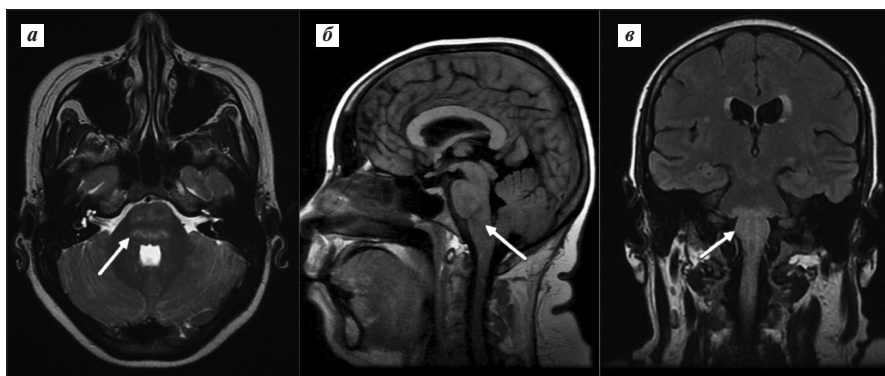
Результат МРТ-исследования головного мозга пациентки О. в аксиальной проекции в режиме T2 (а), в сагиттальной проекции в режиме T1 (б) и в коронарной проекции в режиме Flair (в).
